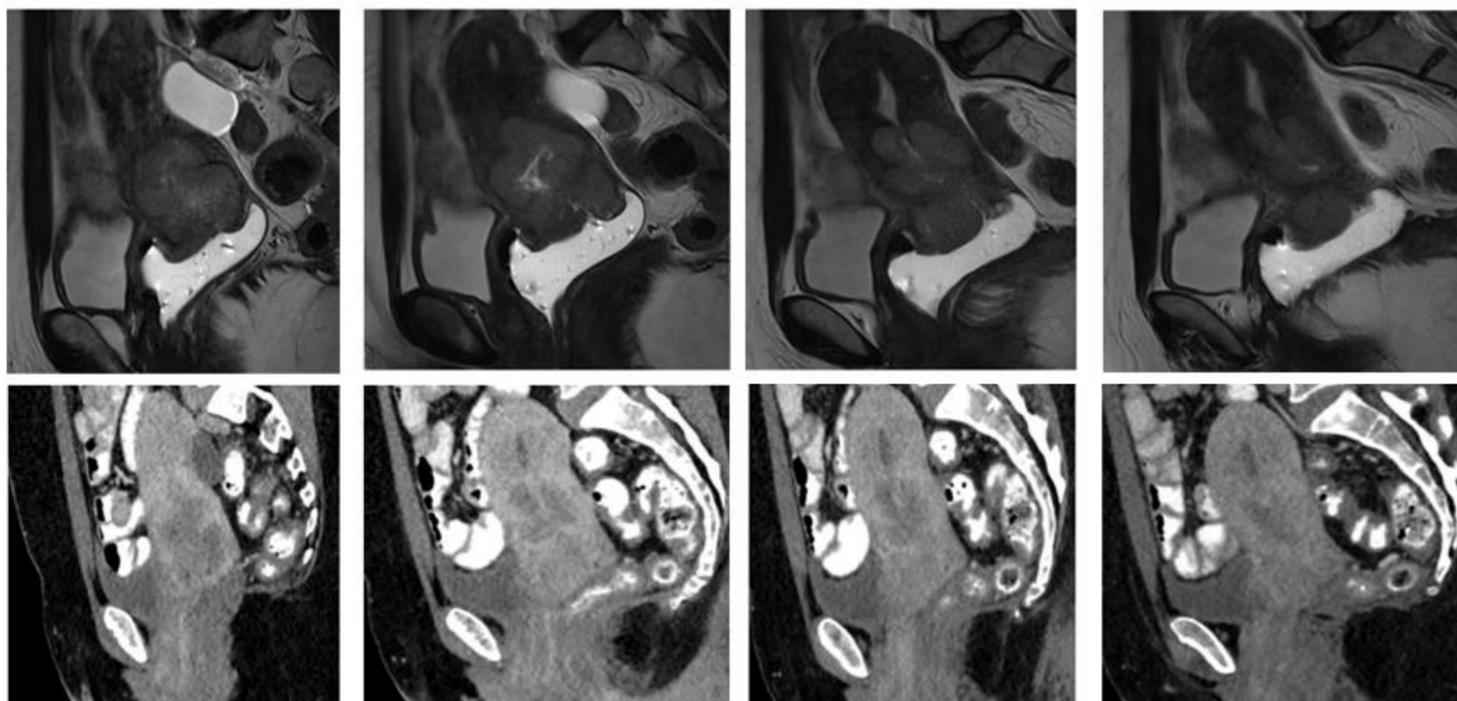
a 45. TC de pelvis planos transversales en fase venosa. Masa en espesor miometrial, heterogénea y muy vascularizada. Retrospectivamente, observamos la masa diagnosticada en RM en el TC.
